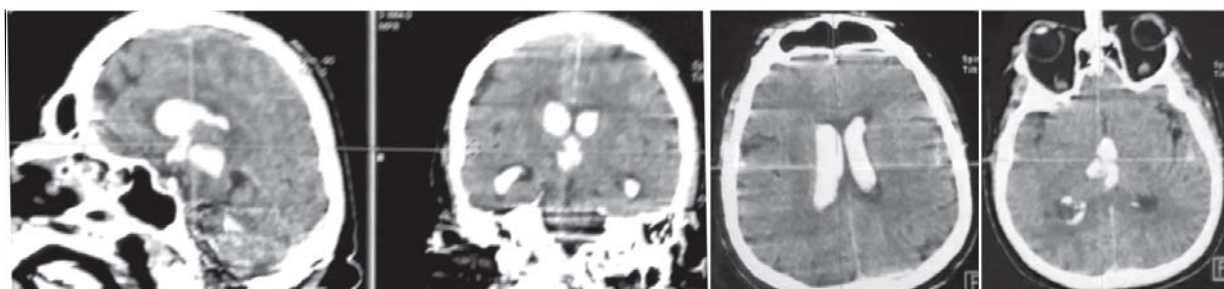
Aspect CT a hematomului mezencefalic cu efracție în sistemul ventricular, se vizualizează hidrocefalia ocluzivă triventriculară acută.
